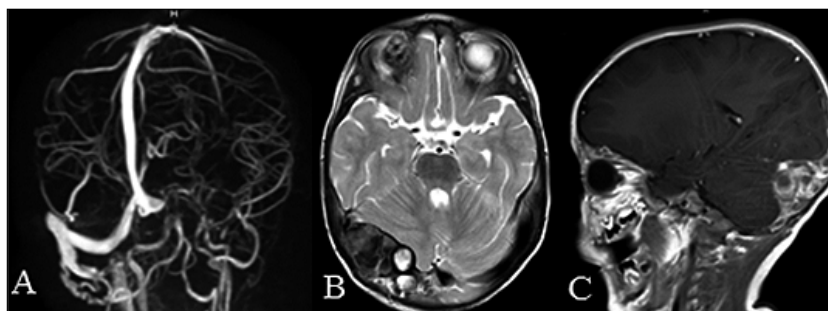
Resonancia magnética de encéfalo que revela una lesión extraxial extradural la cual se observa condiciona una oclusión del seno transversal derecho (A), con zonas heterogéneas tendientes a la hipointensidad en el T2 (B) con realce heterogéneo con el gadolínico (C).
